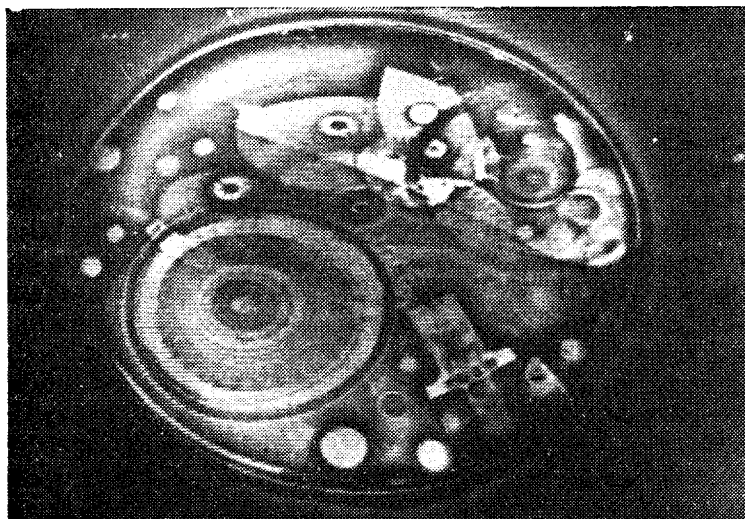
Теневое рентгеновское изображение часов на экране видеоконтрольного устройства: а) при стандартных развертках;
